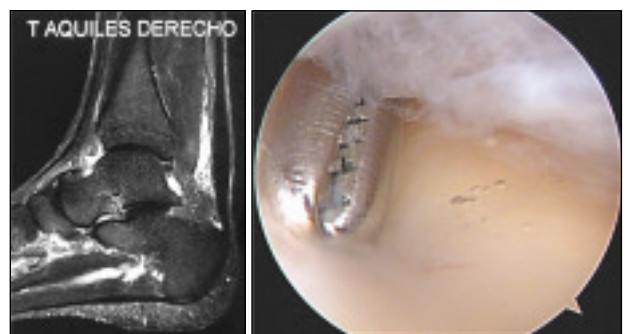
Figura Paciente 3. A. Sección de RMN Sagital en T2. Paratendinitis, engrosamiento y tendinosis de Aquiles. B. Adherencia e inflamación de paratendón. Liberación con instrumental romo.
